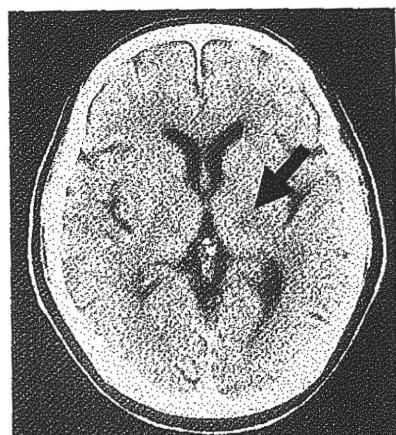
視床症候群の一部として舞蹈病を合併した症例の CT。左視床腹外側部に小出血の痕跡である low density を認める。
